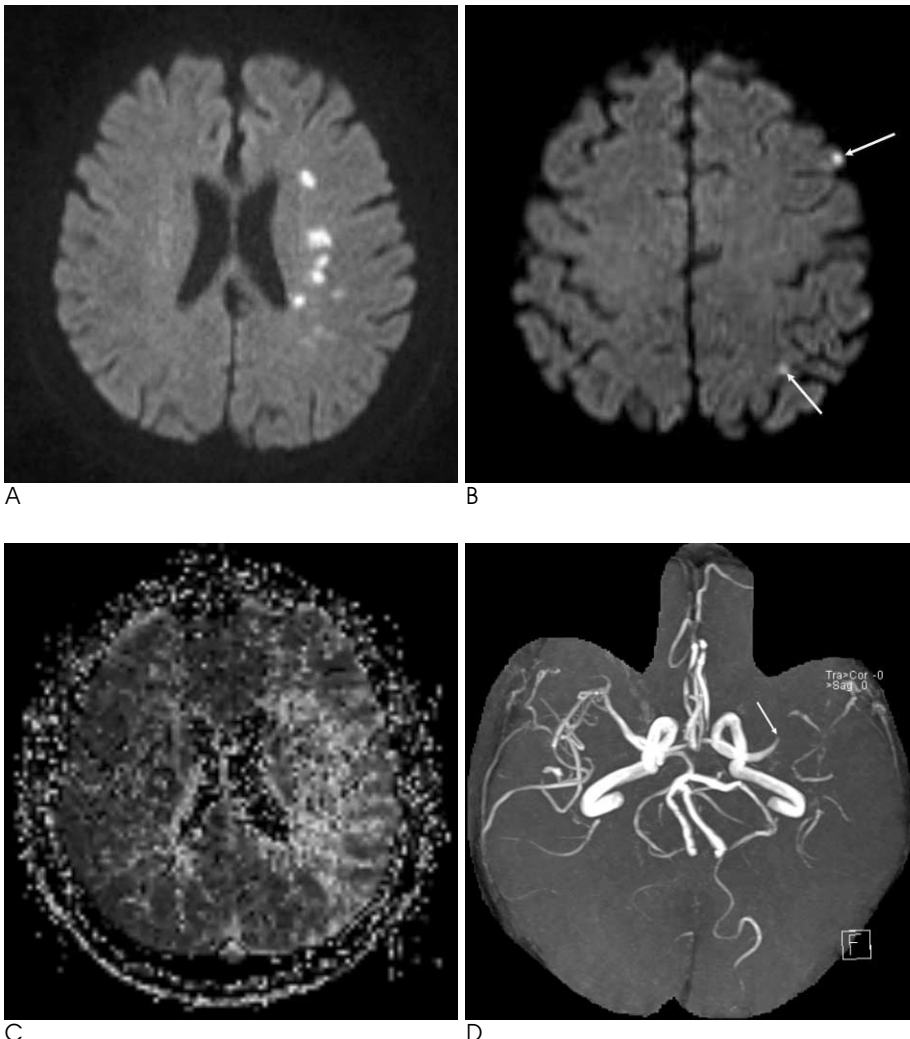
Large artery disease in a 66-year-old woman presented with dysarthria and right hemiparesis. A, B. Diffusion-weighted images demonstrate multiple chain-like small subcortical infarcts in the left internal watershed zone (A) with concomitant cortical spotty lesions (B, arrows). C. Mean transit time map obtained at the same level as A shows region of prolonged mean transit time in left middle cerebral artery territory that is much larger than diffusion-weighted abnormality (Type 3). D. MR angiogram reveals severe stenosis or occlusion of left middle cerebral artery (arrow). Transthoracic echocardiography was normal.
